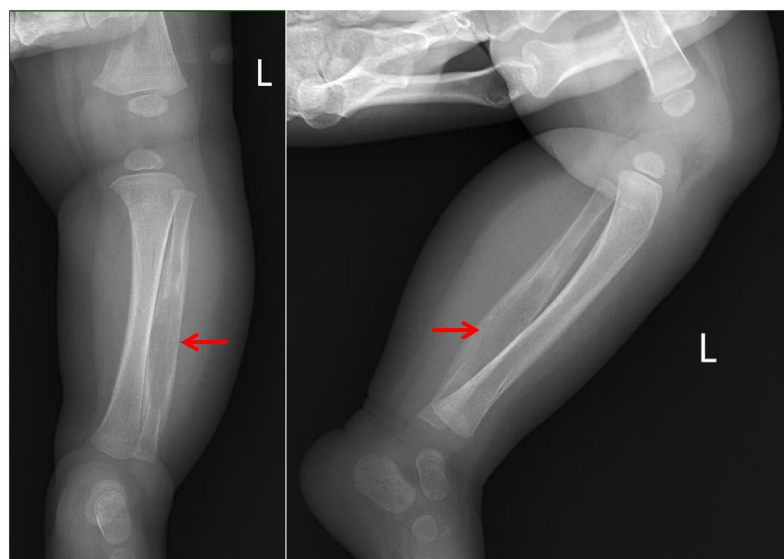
Left tibia fibula AP & LAT X-ray
